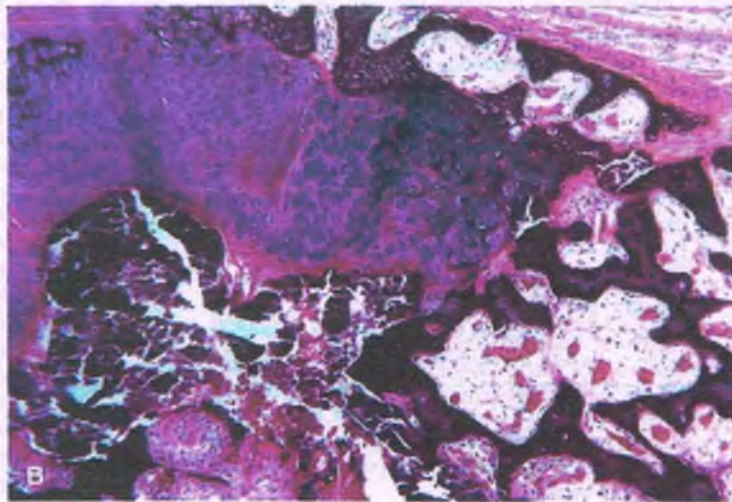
Osteogénesis imperfecta. A. Radiografía en la que se observa el aspecto de notable delgadez del húmero y los huesos del antebrazo. Se observa un callo por una fractura en la porción proximal del cúbito. B. En la microfotografía del callo de la fractura se observa gran cantidad de cartílago (arriba a la izquierda). La corteza es delgada y está formada por hueso trabecular hipercelular.
